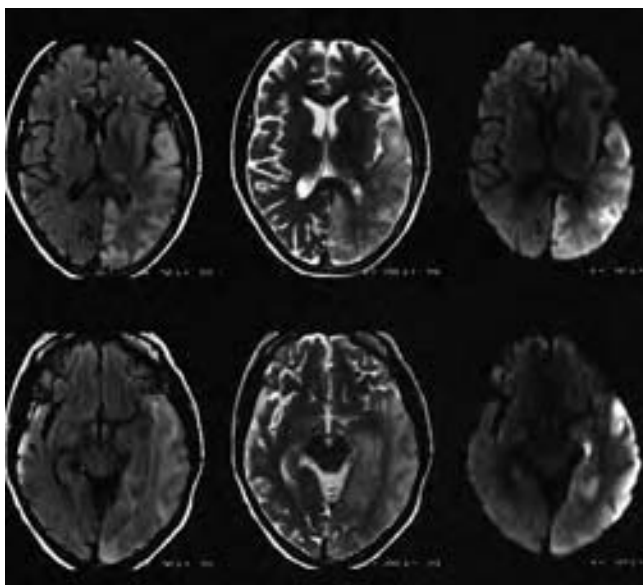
Hiperintensidad en FLAIR y T2 occipito-parieto-temporal izquierdo laminar cortical que restringe en DWI, que no corresponde con territorio vascular.
